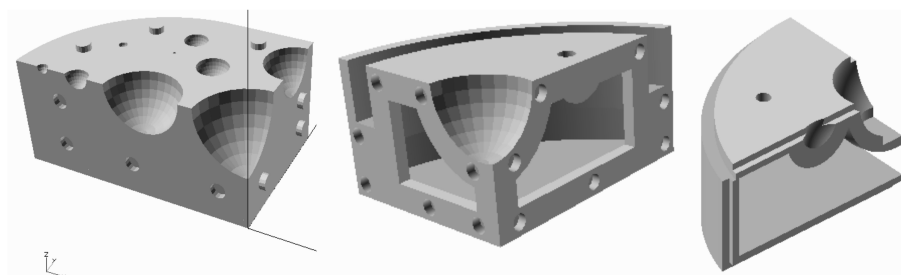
Cronología de las modificaciones al diseño de encastre de las piezas en las que se dividió el fantoma de esferas de cuantificación PET.
